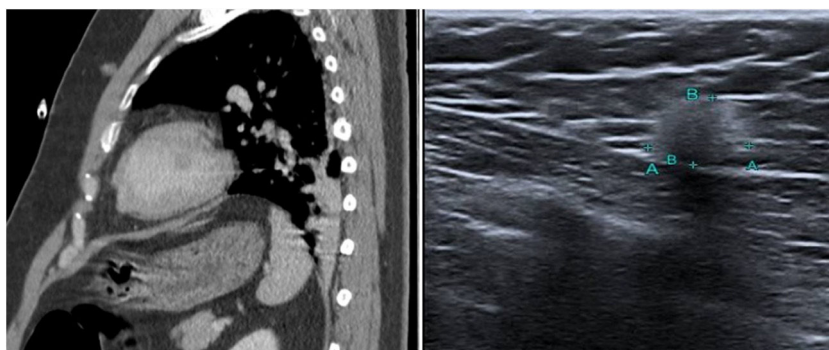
TAC torácica y ecografía mamaria. Se observa nódulo con ecos internos dispersos, de bordes bien delimitados y moderado refuerzo acústico posterior, en la línea intercuadrántica interna de la mama izquierda, de $14 \times 10,5$ mm, en contacto con el músculo pectoral (fotos originales de las pruebas complementarias del paciente).
